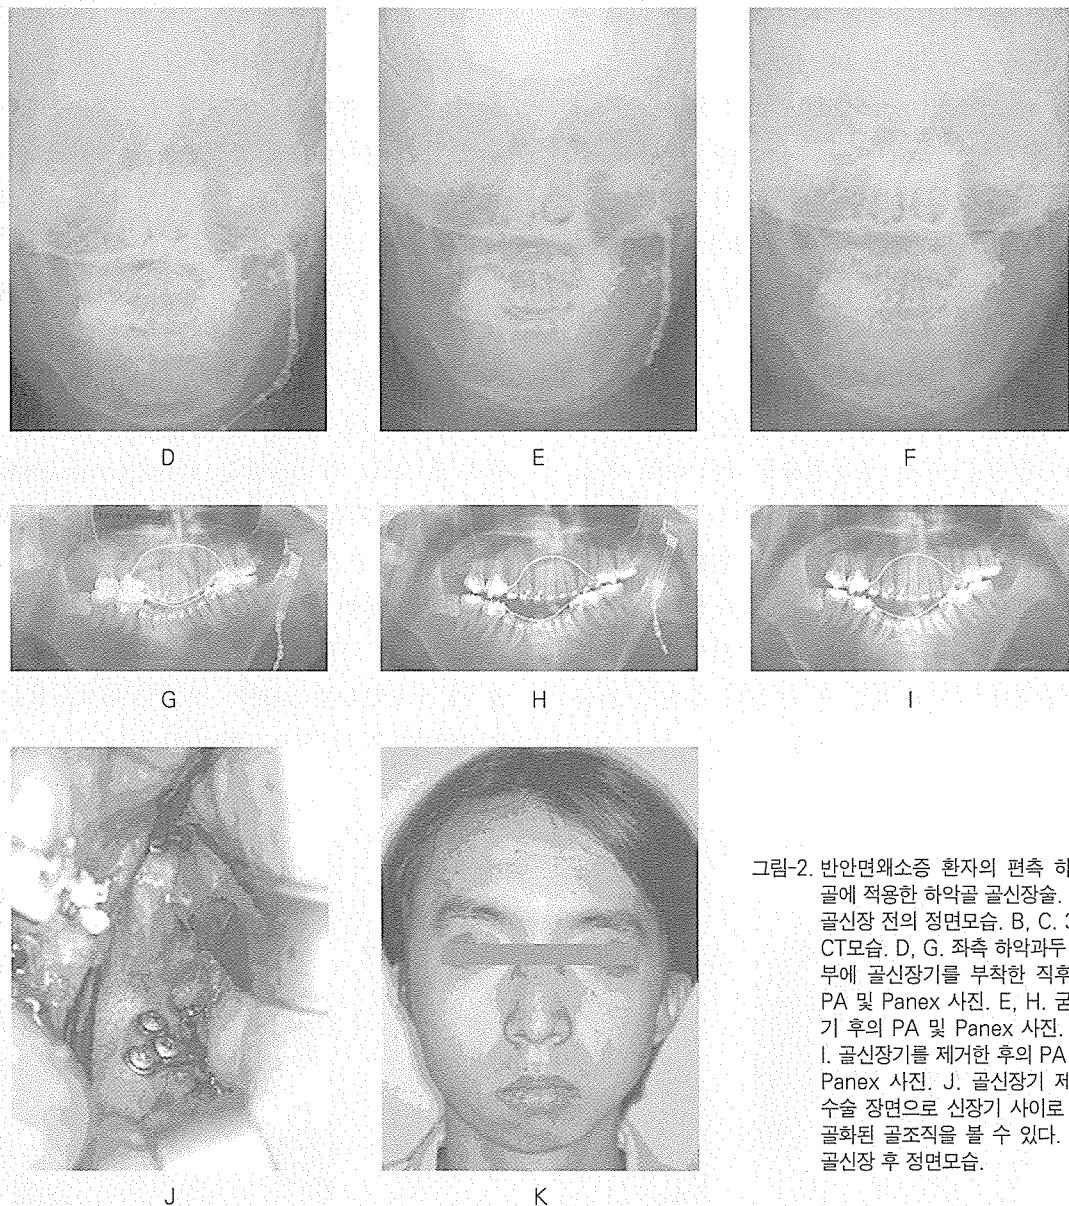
반면왜소증 환자의 편측 하악 골에 적용한 하악골 골신장술. A. 골신장 전의 정면모습. B, C. 3D CT모습. D, G. 좌측 하악파두 경부에 골신장기를 부착한 직후의 PA 및 Panex 사진. E, H. 굳히기 후의 PA 및 Panex 사진. F, I. 골신장기를 제거한 후의 PA 및 Panex 사진. J. 골신장기 제거 수술 장면으로 신장기 사이로 잘 골화된 골조직을 볼 수 있다. K. 골신장 후 정면모습.
